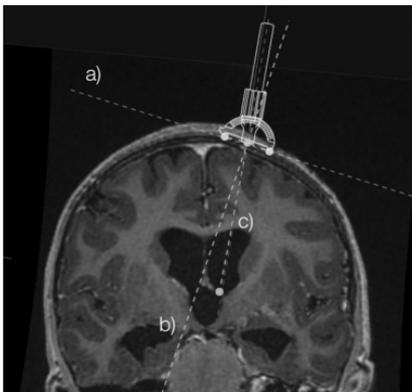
MRI in a reconstructed layer along the catheter
